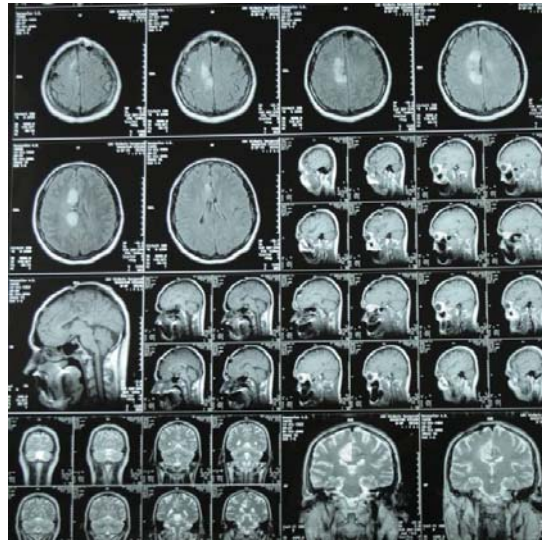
МРТ от 1.06.2006г. Продолженный рост опухоли с распространением в медиальные отделы лобной и теменной доли справа
